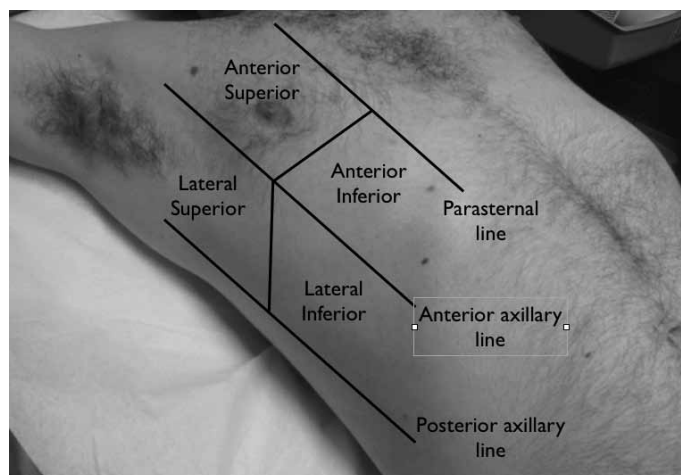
The Eight zones used to do a quick emergency department evaluation of the lung using ultrasound.
